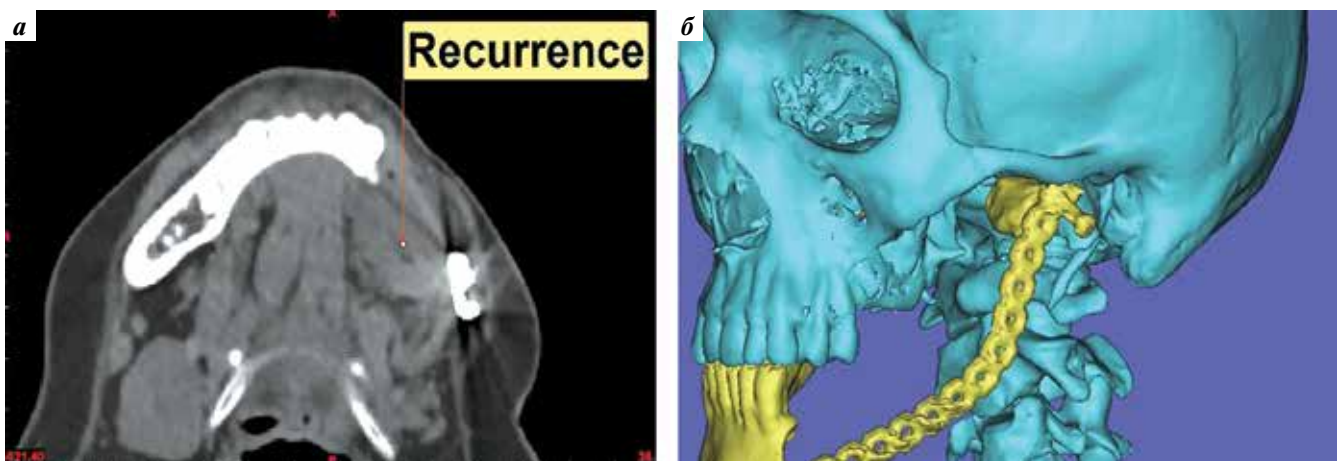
Предоперационная компьютерная томография: а — аксиальный срез. Рецидив в мягких тканях околочелюстной области; б — трехмерная реконструкция. Смещение головки левого височно-нижнечелюстного сустава, а также фиксационного винта
